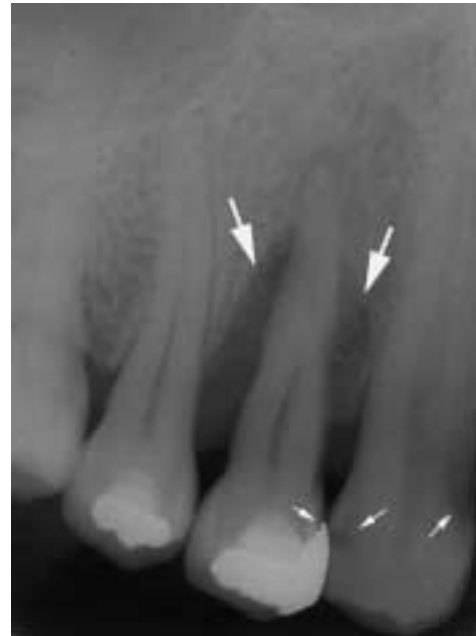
齶蝕と辺縁性歯周炎のデンタルX線写真：犬歯、第一小白歯には隣接面齶蝕(小矢印)がみられ、第一小白歯には辺縁性歯周炎による骨吸収(大矢印)がみられる。
